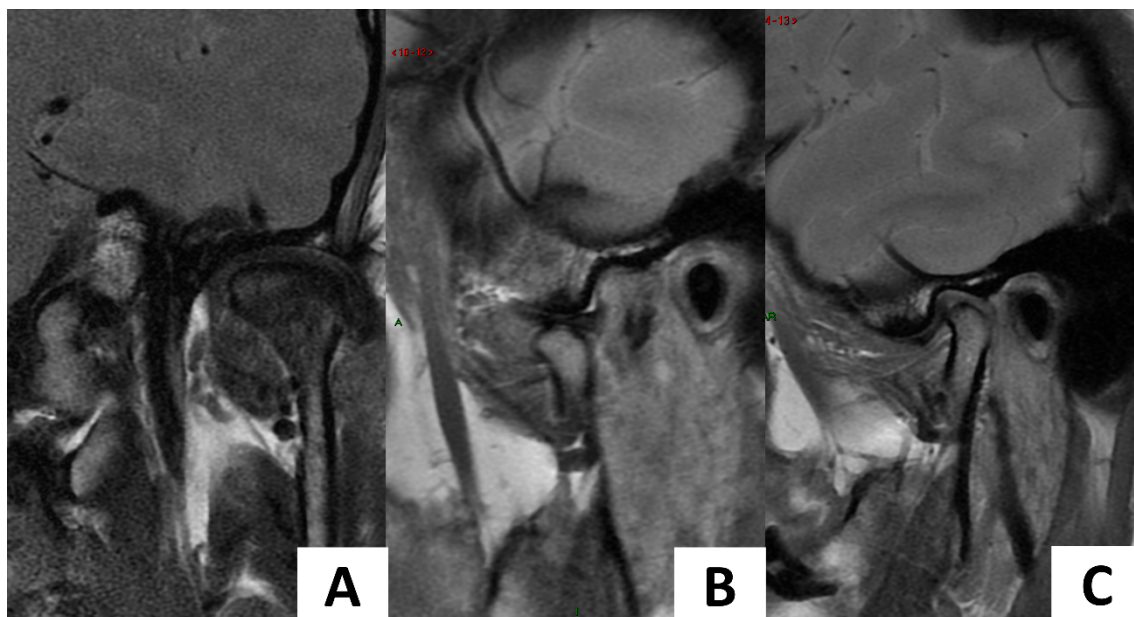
Imagens de ressonância magnética demonstrando o disco articular em (A) repouso e (B-C) translação condilar (abertura bucal) segundo o tipo deslocamento anterior. Fonte: Imagens gentilmente cedidas pelo Dr. Ramon Moura.
